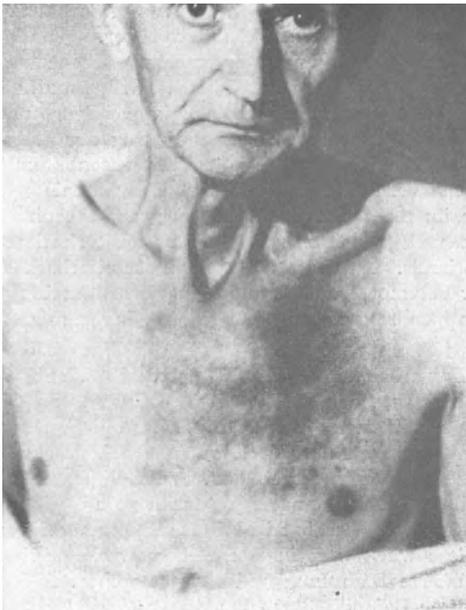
Derselbe. Photo vom 1. VI. 1942: Beachte den Geschwulstdurchbruch im oberen Brustbeinbereich links. Als Nebenbefund Erythem und Pigmentierung nach Röntgentherapie.
